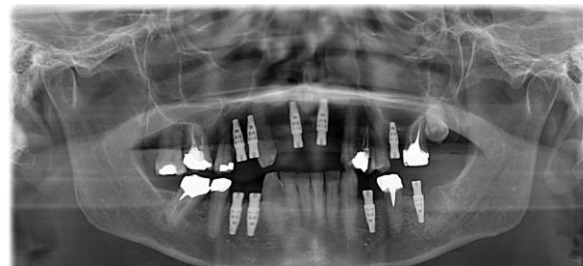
Radiografia Panorâmica após 6 meses. Fonte: os autores.
